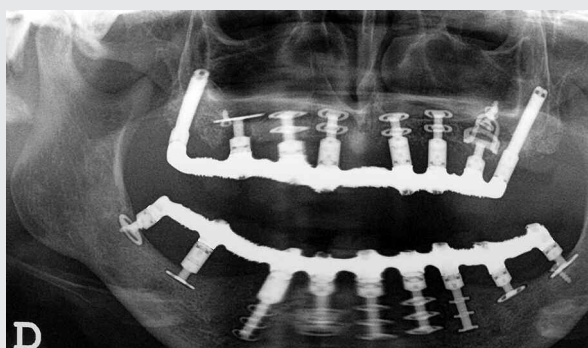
Radiographie panoramique avec les prothèses de transition. J+9.
